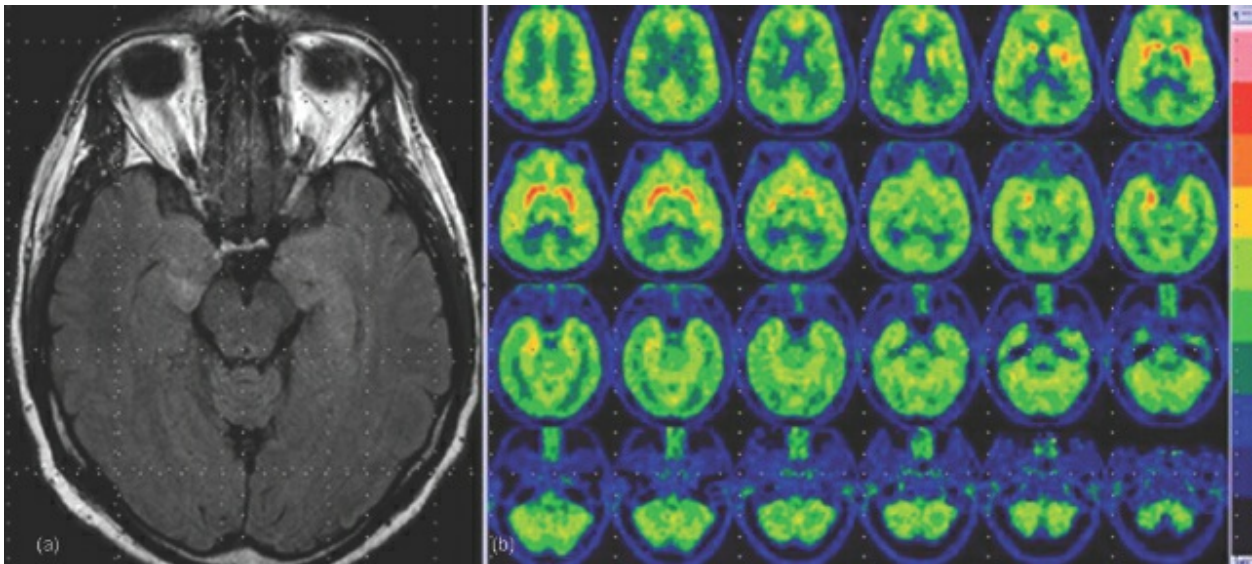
A: RMN axial en secuencia FLAIR. B: PET con fluorodesoxiglucosa (FDG).
